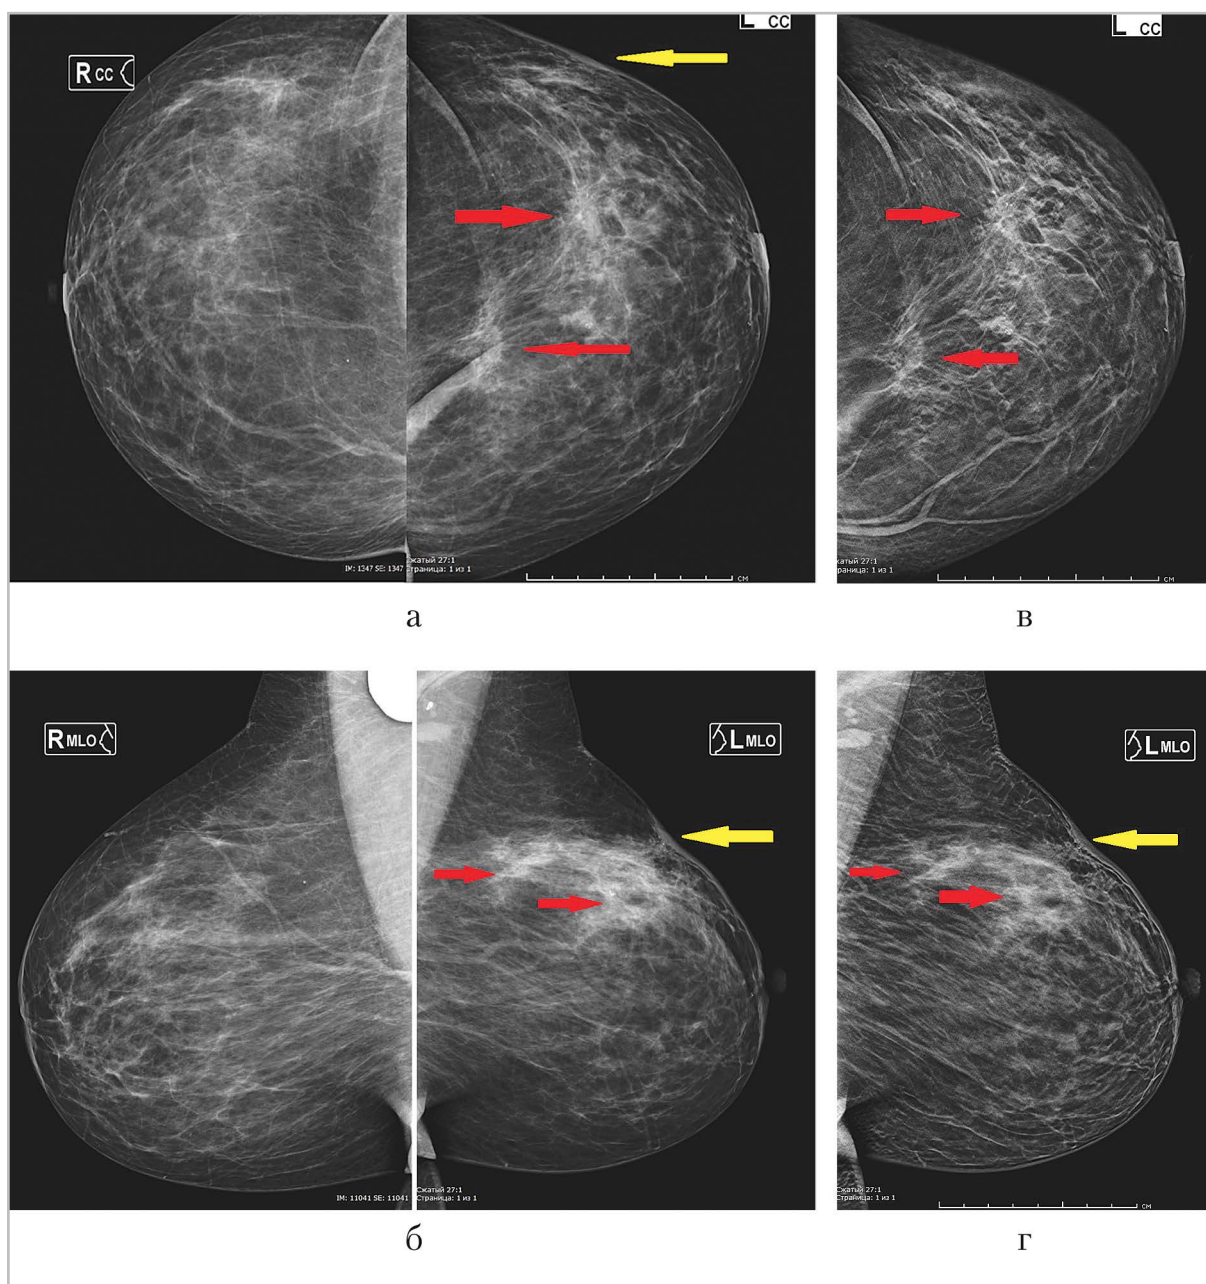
Обзорные цифровые маммограммы правой и левой молочных желез (а — в краниокаудальной проекции; б — в медиолатеральной проекции) и срезы томограмм левой молочной железы в краниокаудальной и медиолатеральных проекциях (в, г). Желтыми стрелками указаны утолщения кожи, красными отмечены участки повышенной интенсивности и перестройки
